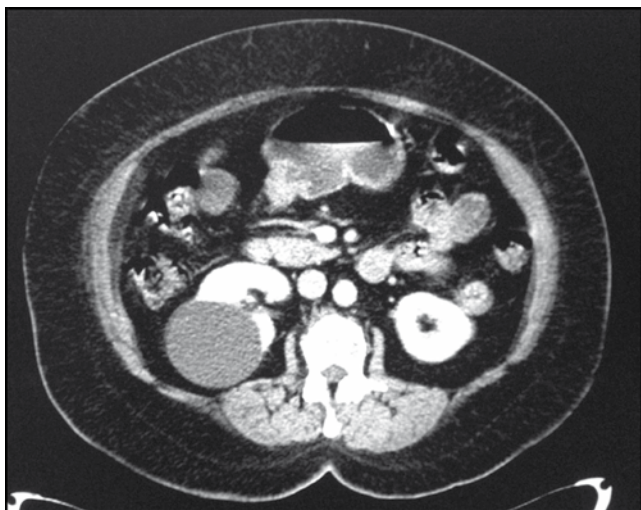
Tomografía abdominal contrastada. Se evidencia imagen hipodensa en cara dorsal de riñón derecho, sin reforzamiento con el medio de contraste.
